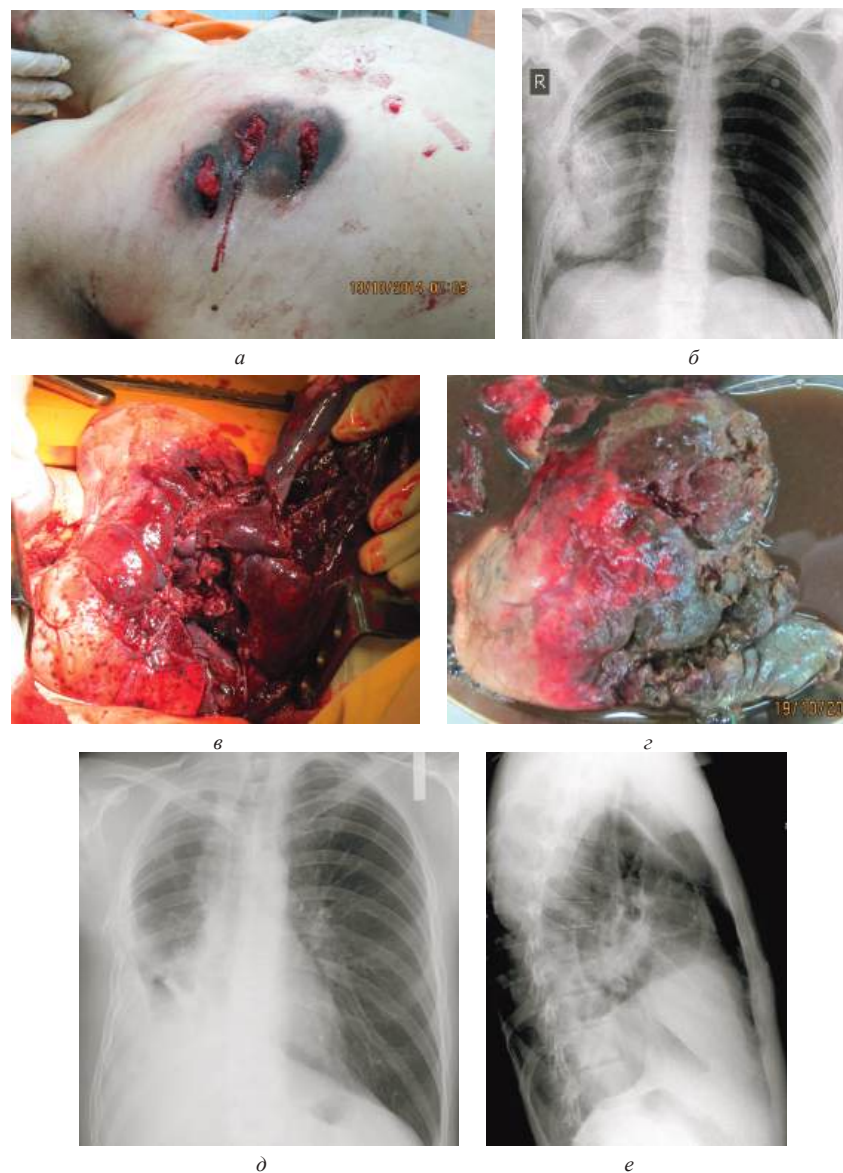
Множественные (3) огнестрельные пулевые (АКМ-74) проникающие сквозные ранения правой половины груди с повреждением средней и нижней долей правого легкого: а – раненый при поступлении в протившоковую операционную, б – обзорная рентгенограмма груди при поступлении, в – интраоперационное фото, г – удаленные средняя и нижняя доли правого легкого, д и е – обзорные рентгенограммы груди через полтора месяца после ранения перед выпиской из стационара
